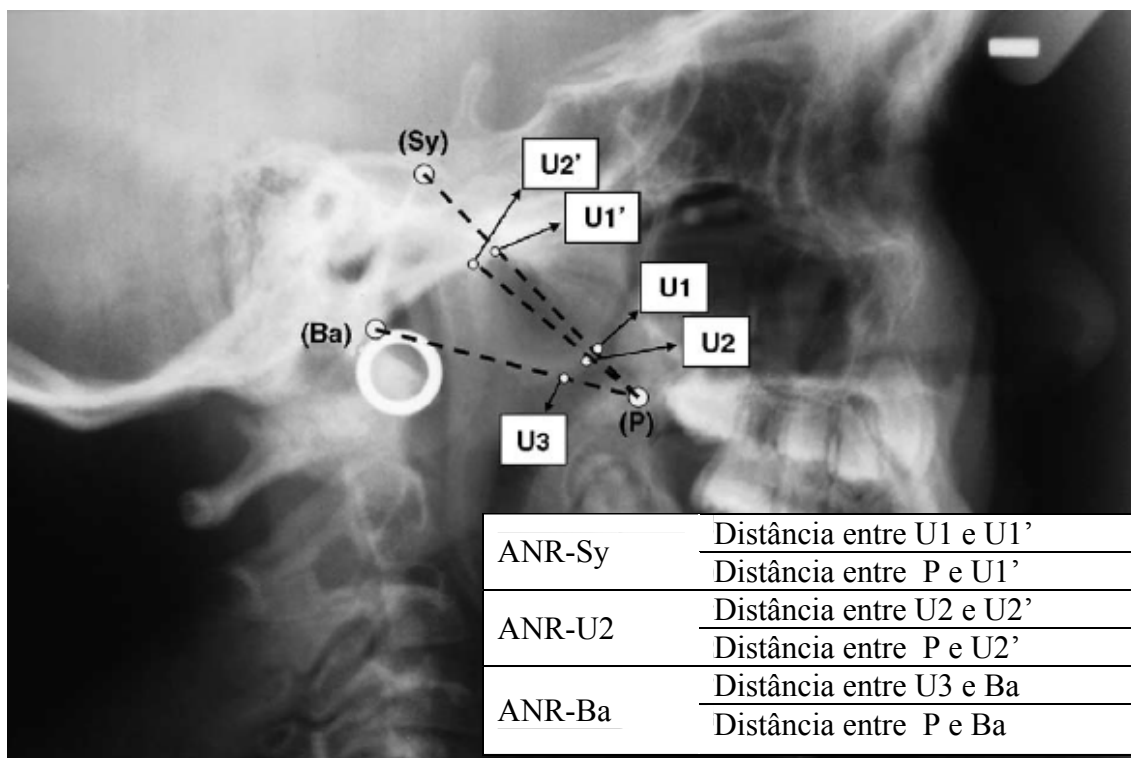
Radiografia de rinofaringe com pontos medindo o tamanho das adenóides. Sy = ponto posterosuperior da sincondrose esfenobasioccipital. P = Espinha nasal posterior. Ba = *Basion*, parte mais postero-inferior da margem anterior do Forâmen Magnun. U1 = intersecção entre sombra adenoideana e linha PSy. U1' = intersecção entre superfície nasofaríngea do osso esfeno-occipital e a linha PSy. U2 = ponto adenoideano mais próximo de P. U2' = intersecção entre a superfície nasofaríngea do osso esfeno-occipital e a linha PU2. U3 = ponto de intersecção entre a sombra adenoideana e a linha PBa. ANR-Sy = razão entre a distância de U1 e U1' e a distância entre P e U1'. ANR-U2 = razão entre a distância de U2 e U2' e a distância entre P e U2'. ANR-Ba = razão entre a distância de U3 e Ba e a distância entre P e Ba.*
